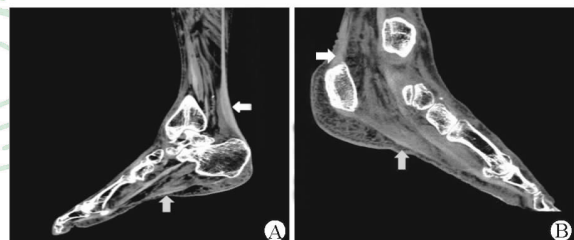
多排螺旋 CT (MSCT) 平扫曲面重建图
